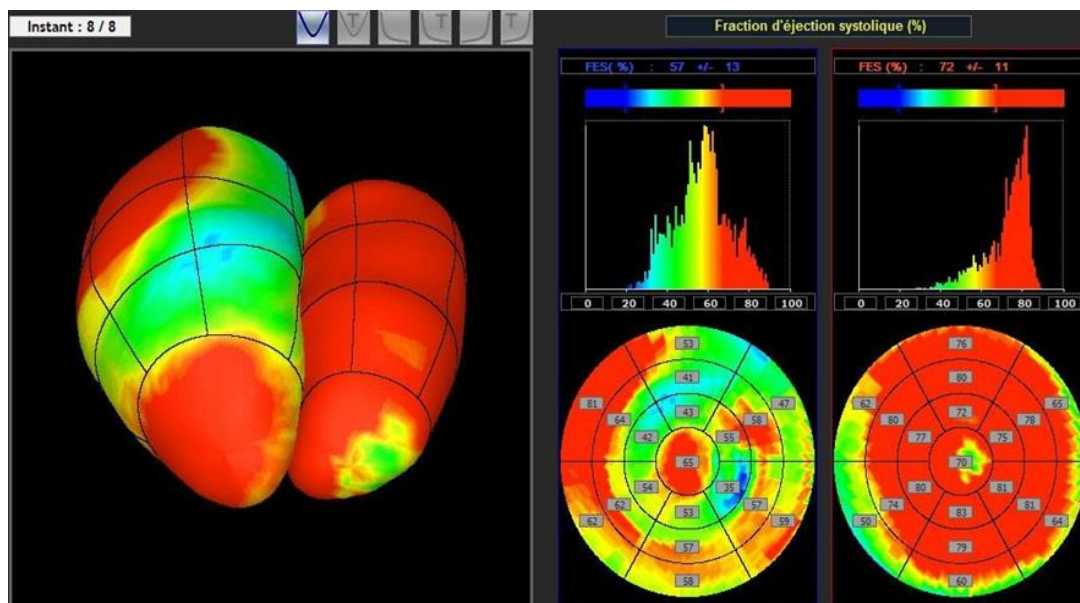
Résultats de cinétique locale et segmentaire en mode tomographique (logiciel Toompool\*)
